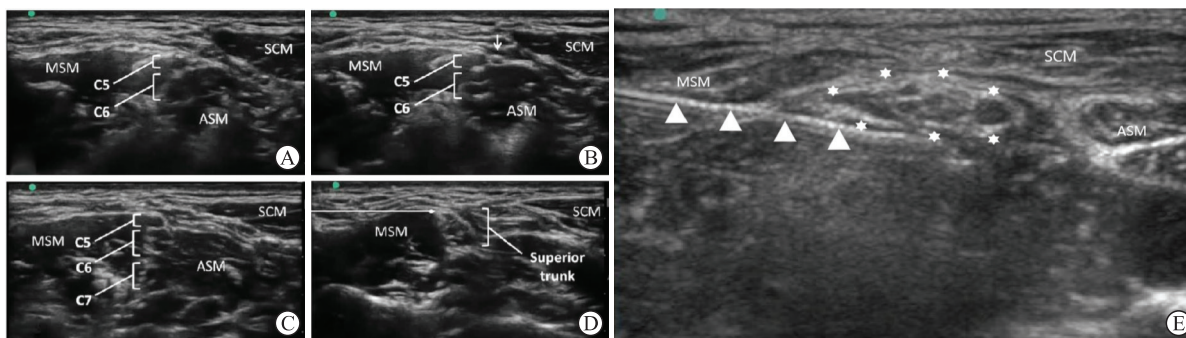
锁骨上臂丛神经超声连续扫描图像及臂丛上干定位和阻滞
